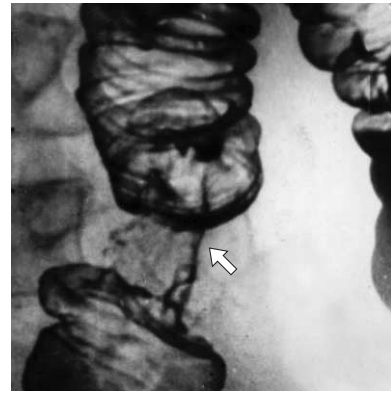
Рентгенограмма прямой кишки и дистального отдела сигмовидной кишки. Эндофитно растущий рак средне- и верхнеампулярного отделов прямой кишки в виде циркулярного сужения просвета кишки с неровными бугристыми контурами (тонкая стрелка). Выраженный внутрипросветный компонент опухоли у нижнего края циркулярного сужения — симптом «воротничка» (толстая стрелка).
